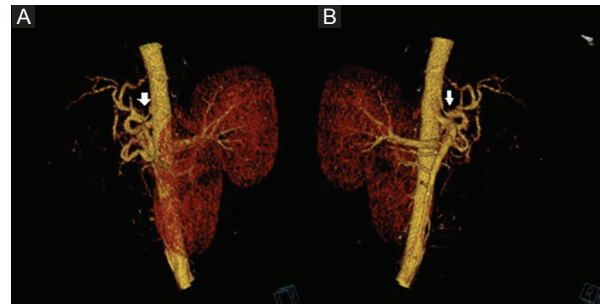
Reconstrucción de angio-TC abdominal. Compresión de la salida del tronco celíaco por el ligamento arcuato (flecha). A: visión sagital izquierda. B: visión sagital derecha.
